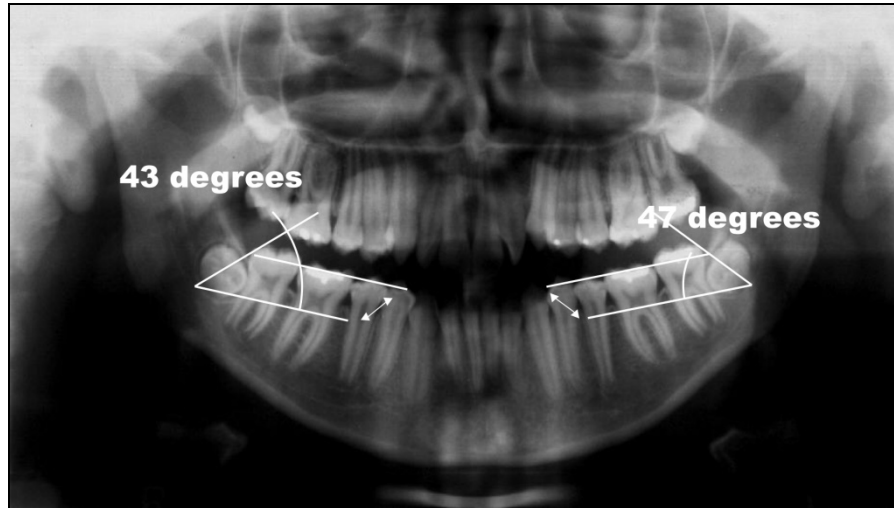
Radiografia panorâmica indicando a medida angular dos terceiros molares inferiores esquerdo e direito levando em consideração o longo eixo destes com o plano oclusal do primeiro molar inferior.
